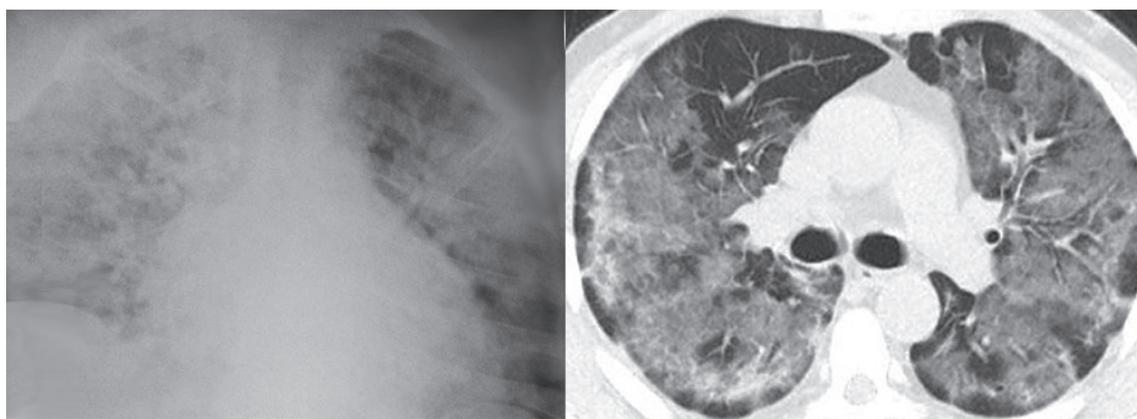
Рентгенографія (слева) и аксиальный срез КТ (справа) органов грудной полости до лечения
